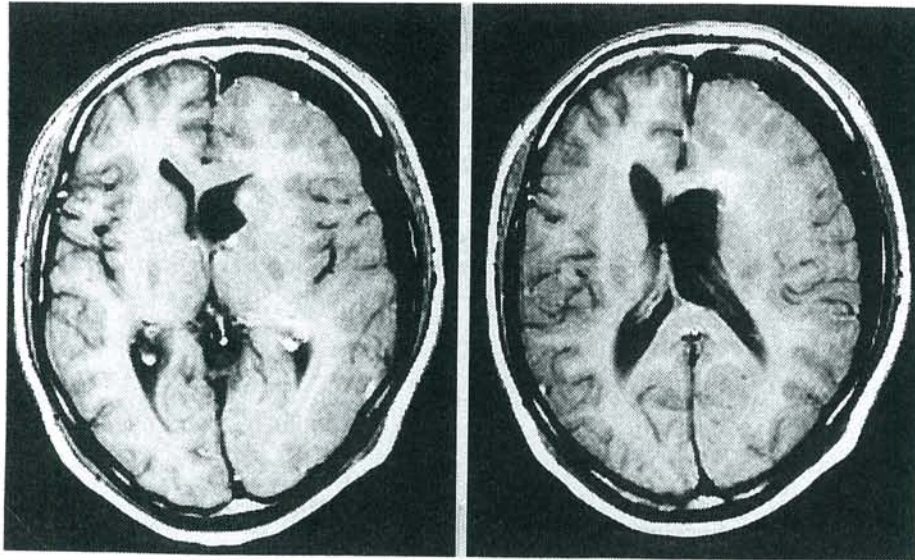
Gadolinium enhanced MRI of case 1 after surgery .
